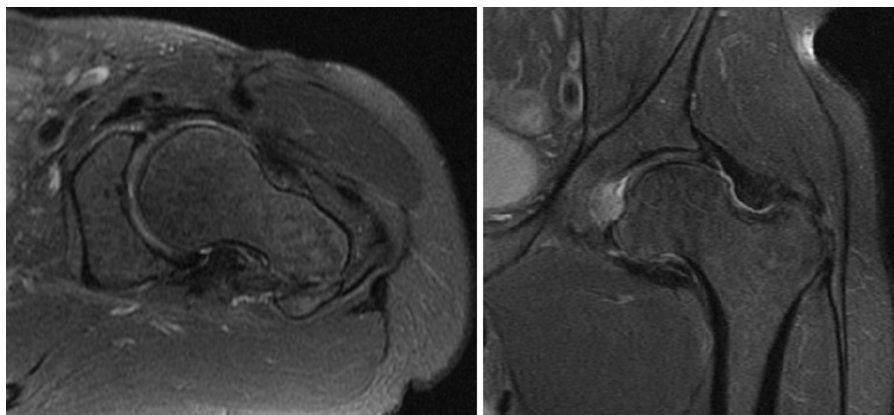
Ressonância Nuclear Magnética não apresentou sinais de osteonecrose da cabeça do fêmur; visualiza-se lesão da porção ântero-superior do labrum acetabular.
